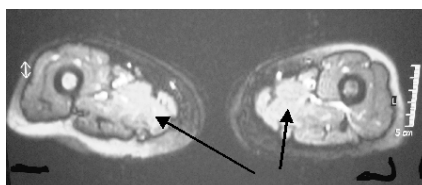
MRI finding: Case 5. Female, 67 y.o.
